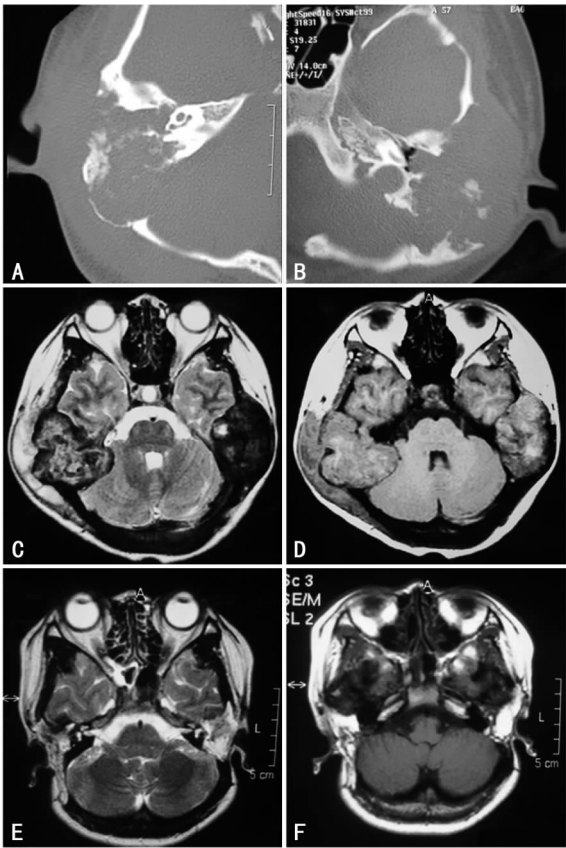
颞骨 CT 显示的右侧(A)和左侧(B)广泛溶骨性破坏; MRI 示左右两侧颞骨占位性病变, 双侧小脑和颞叶受压; 包块信号不均, 在 T2 加权为低信号(C)、T1 加权高信号(D); 随访 15 个月 MRI 显示耳部病变无复发, T2 加权信号(E)、T1 加权信号(F)
